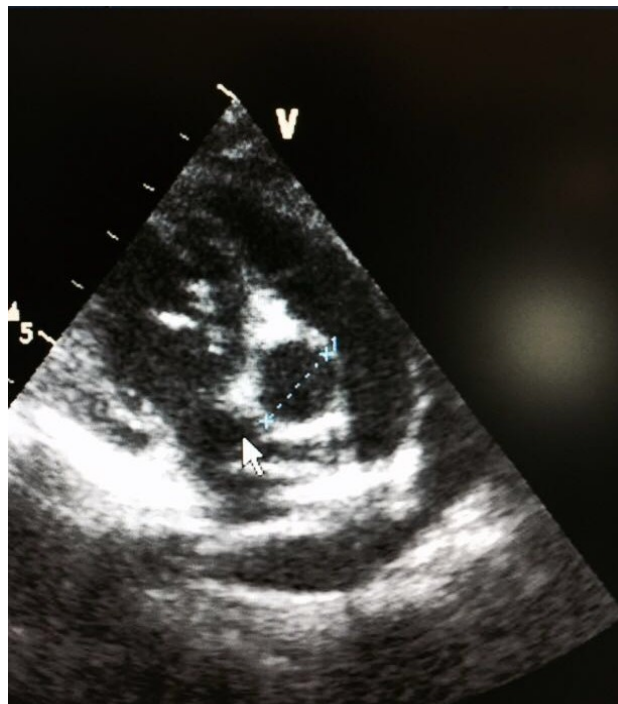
Echocardiographie 2D montrant une dilatation de la coronaire droite de 4 mm
